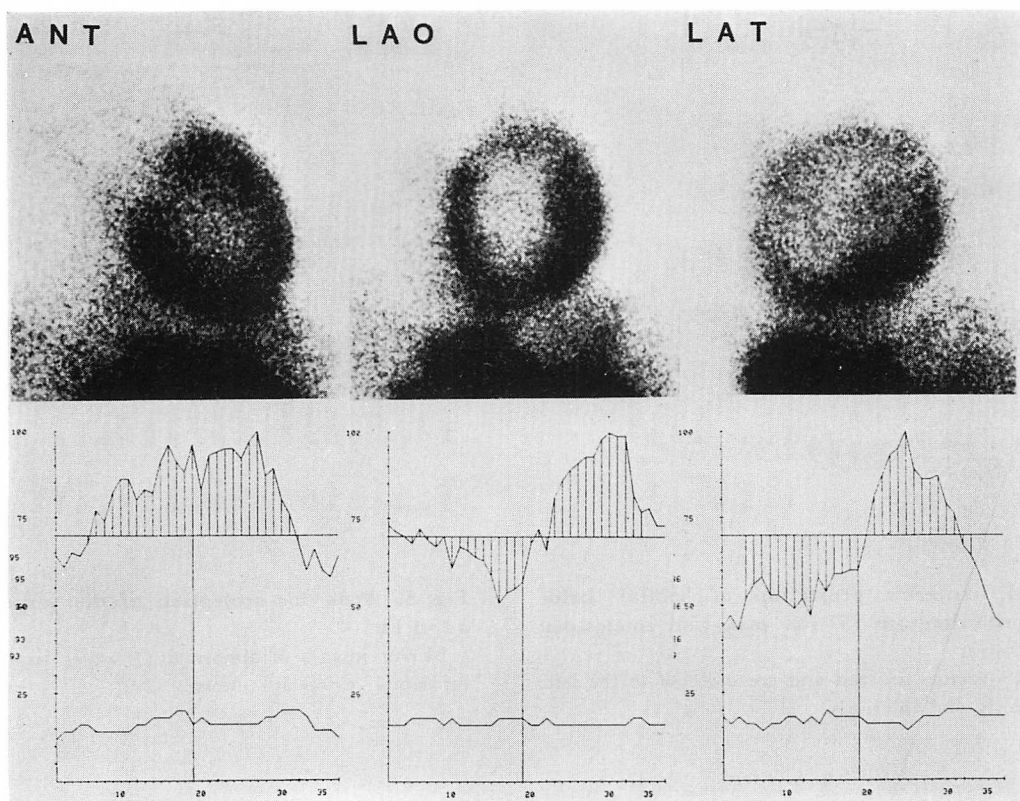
^{201}Tl myocardial scintigrams and the circumferential profile curves of the same case as in Fig. 4.
